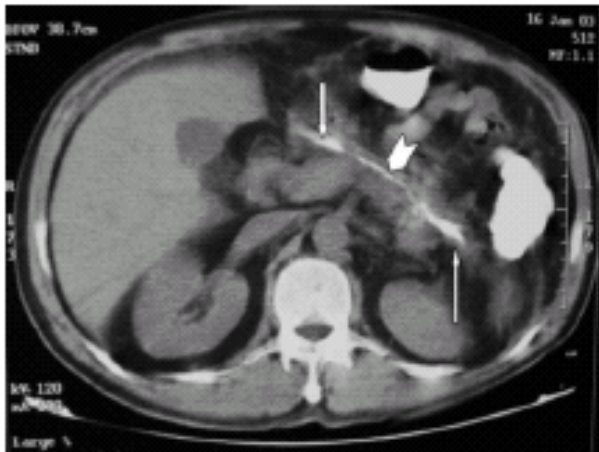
Spiral CT with rectally administered contrast medium showed the fistulous tract (thick white arrow) located between the hepatic flexura and the pancreatic canal at the level of the pancreatic head. The fistulous tract filled with the contrast material was in direct continuation with the pancreatic canal (arrowhead). At the level of the pancreatic tail posteriorly, contrast extravasation from the pancreatic canal to the left paracolic space and the perisplenic area (thin white arrow) was detected. This finding suggests the existence of a pancreatico-peritoneal fistula because of the disruption of the pancreatic canal and parenchyma at the level of the extravasation of the contrast material.
